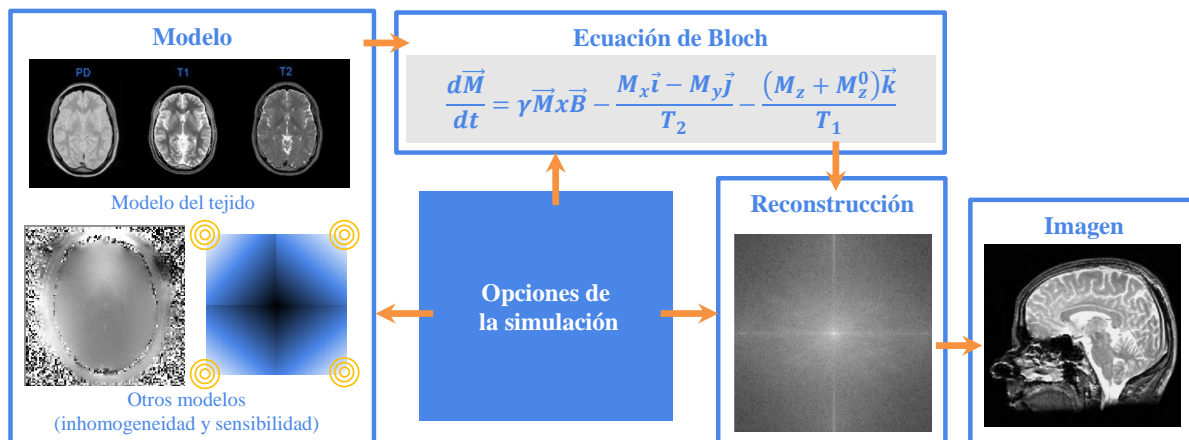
Bloques en la simulación de resonancia, a saber, el modelo, las ecuaciones de Bloch, la reconstrucción y la imagen. El modelo está compuesto por las características del tejido así como por la descripción de los campos magnéticos. El bloque de las ecuaciones de Bloch hace referencia a las formas de aplicar éstas en una simulación. El tercer bloque consiste en la reconstrucción de la imagen después de la aplicación de las ecuaciones. El bloque de imagen hace referencia al resultado de la simulación.
